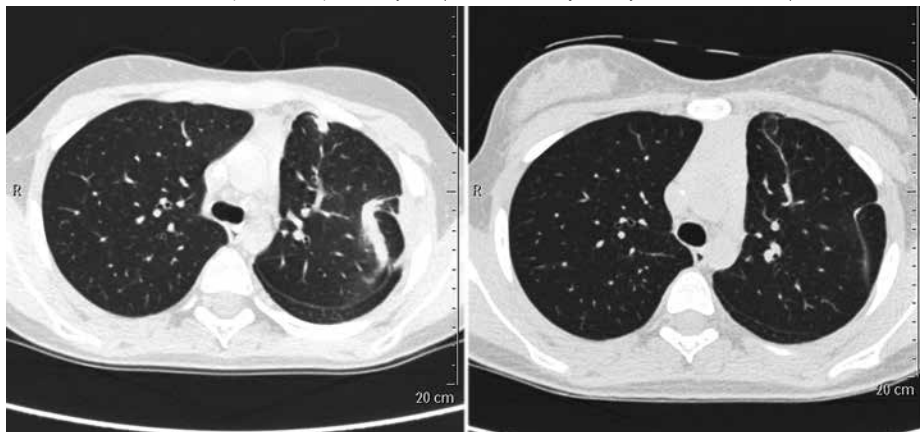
Regresia zápalových zmien na kontrolnom CT vyšetrení hrudníka s odstupom mesiaca od dekortikácie (archív Detskej kliniky LF UK a NÚDCH)
